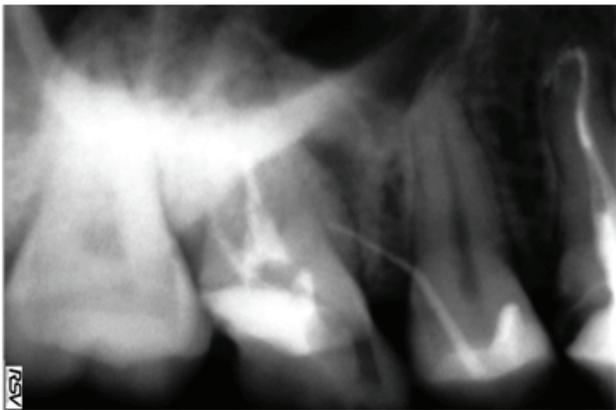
Предоперационная рентгенограмма зуба 16 с гуттаперчевым штифтом, введенным в свищевой ход
